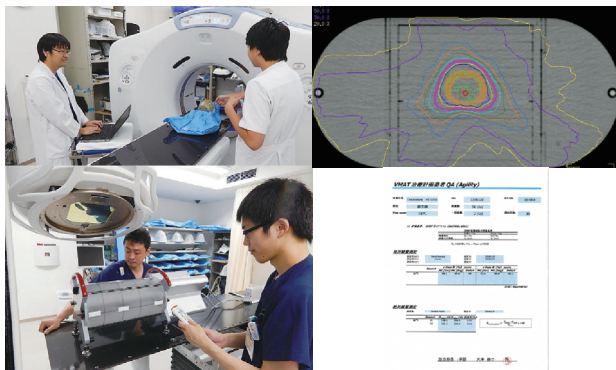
医学物理士と放射線技師の共同で実施している個別化した治療計画の検証と報告書の一例を示す。人体を模擬した頭部ファントムを用いたCT撮影(左上)、線量分布の検証ファントムシステムで測定(左下)、前立腺癌に対する骨盤部ファントムと線量計を用いた測定(右上)検証結果の報告書を作成し、治療医師へ説明後に医師へ最終承認を得る(右下)。
